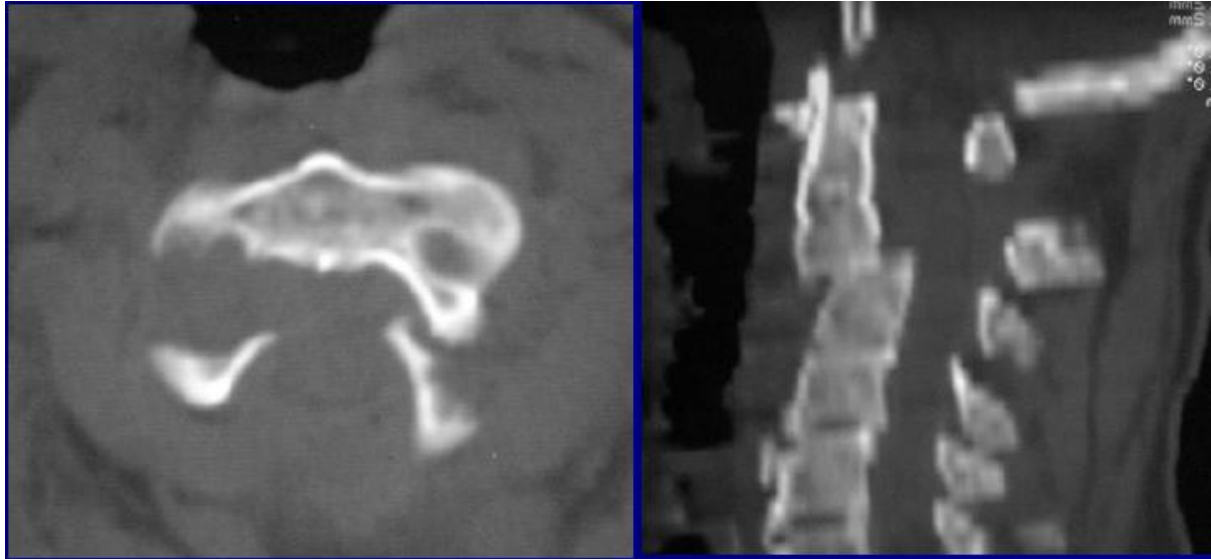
TDM en coupe axiale avec reconstruction sagittale : Fracture de l'arc postérieur de C2
